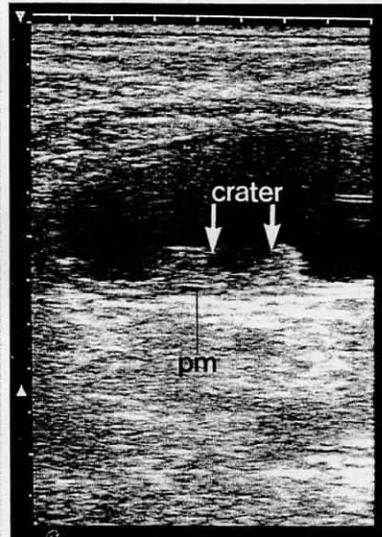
II_a+II_c型早期胃癌 A: 消化管造影 X線では大きさ4.0cm, 潰瘍の深さなどからBorrmann 2型の進行癌と診断された。 B: Aと同一症例の超音波像 周堤の厚さ12mm, 潰瘍の深さ5mmあるが、潰瘍底の下には筋層が保たれていることから粘膜下層に止まる癌と診断できる。組織結果に一致している。
